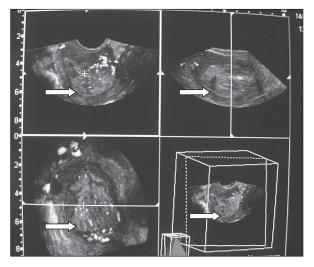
УЗ-томограмма пациентки с диагнозом умереннодифференцированная аденокарцинома эндометрия
